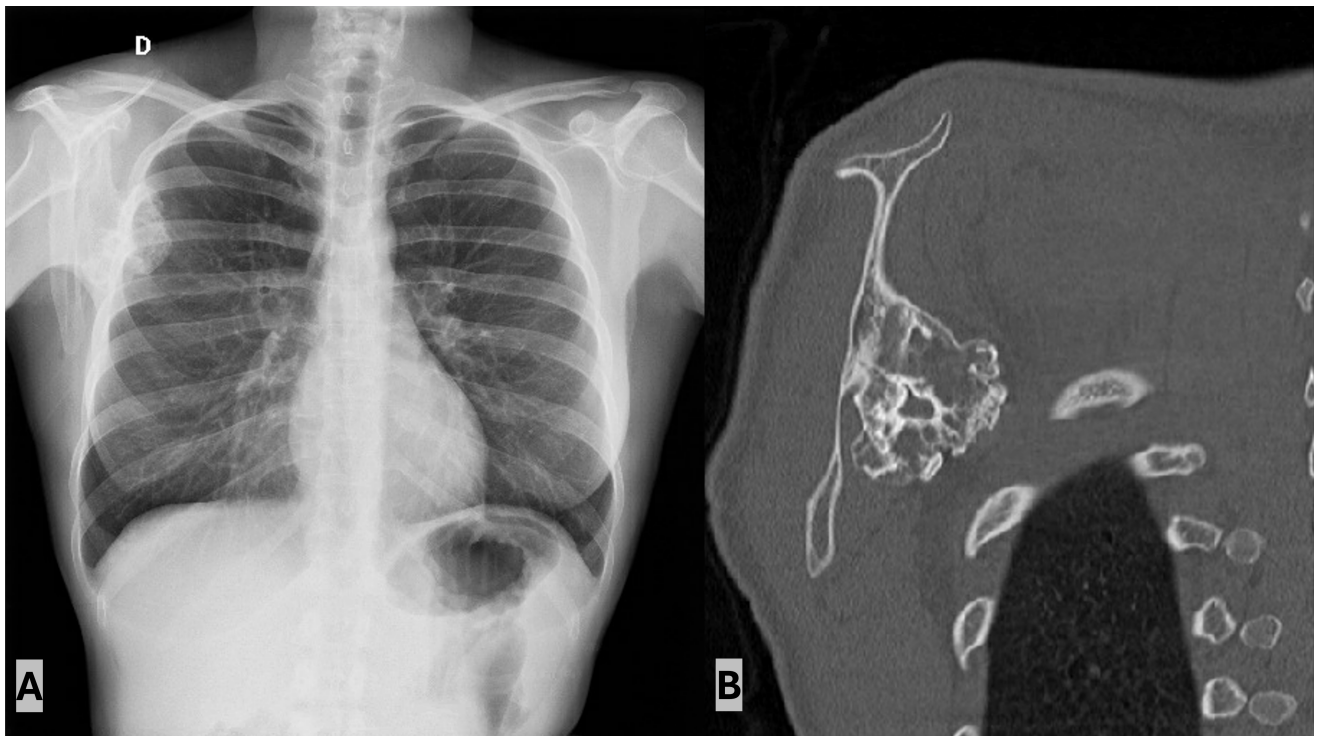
1A) Radiografía de tórax en la que se observa una lesión osteolítica en borde posteromedial de escápula derecha de borde mal definido, con patrón punteado sugestivo de calcificaciones en su interior; 1B) Tomografía Axial Computerizada coronal de tórax en el que se objetiva lesión exofítica en borde posteromedial escapular derecho mal definido, con erosión cortical y dudosa reacción perióstica, sugestiva de condrosarcoma de bajo grado.
